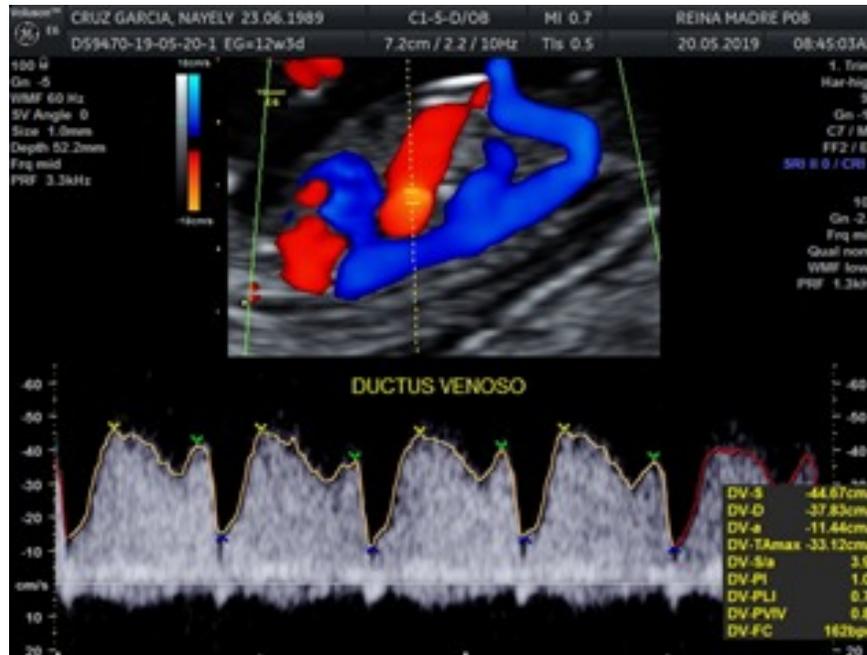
Imagen 2D con Doppler. Medición del flujo sanguíneo a través del ductus venoso (2mm). Nota: El color azul representa el flujo que se aleja del transductor y el rojo es el flujo que se acerca, en este caso el color azul nos representa la aorta y el rojo el flujo de la vena umbilical.
